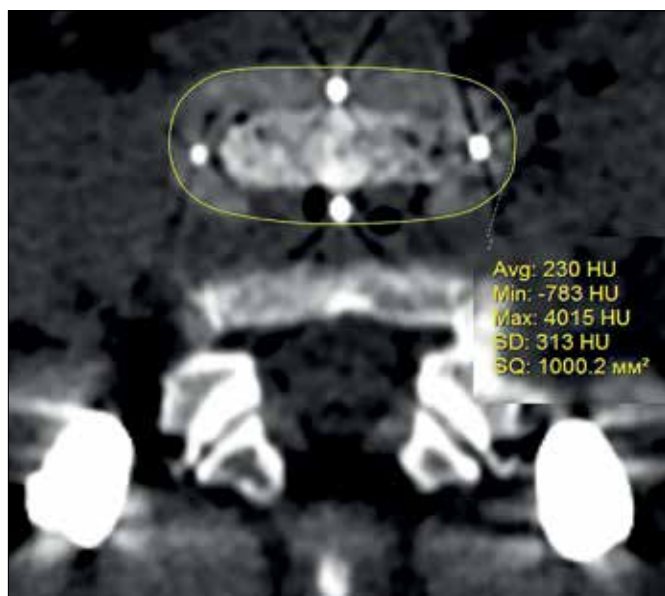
Кейдж, используемый при DLIF. Послеоперационное КТ-изображение в аксиальной плоскости
